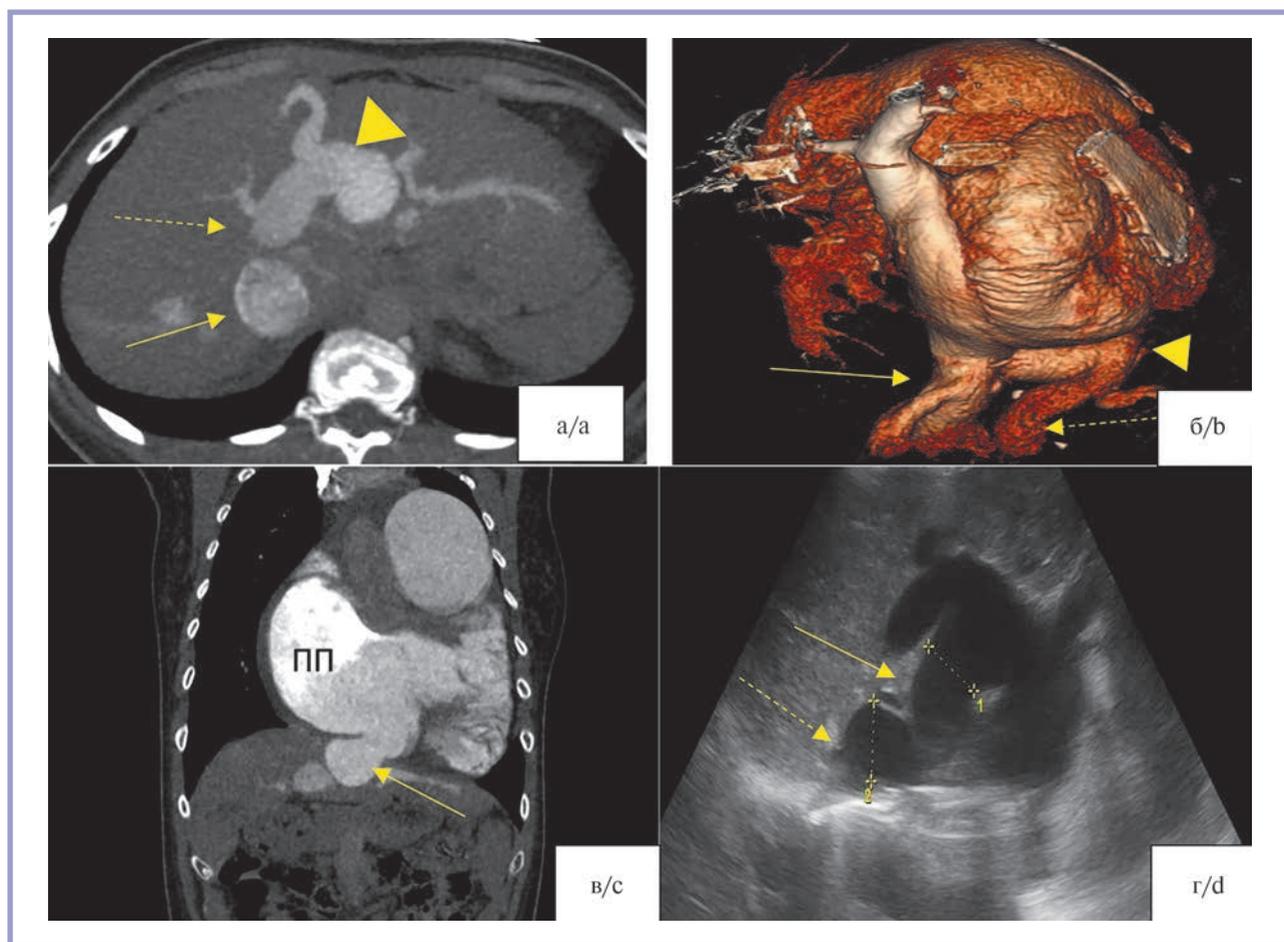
Результаты УЗИ и КТ органов брюшной полости у пациентки со сложным врожденным портокавальным шунтом, впадающим отдельным стволом в правое предсердие.
